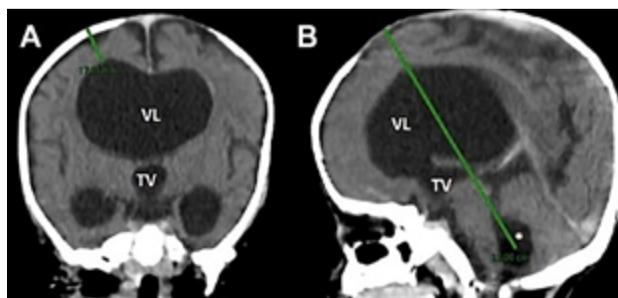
TC pre quirúrgica utilizada para planificación quirúrgica A) corte coronal en el cual se observa el espesor del parénquima cerebral (línea verde) y la distancia que existe entre la tabla externa de la calota y el ventrículo lateral derecho, B) corte sagital en el cual se mide la longitud del catéter al cuarto ventrículo (línea verde). VL: ventrículos laterales TV: tercer ventrículo (*): cuarto ventrículo.
